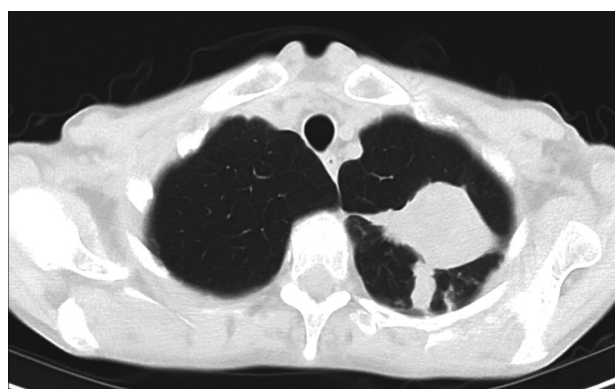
Пациентка К. СКТ ОГК от 11.02.2025 г. (на фоне приема вориконазола в течение 5 месяцев)
